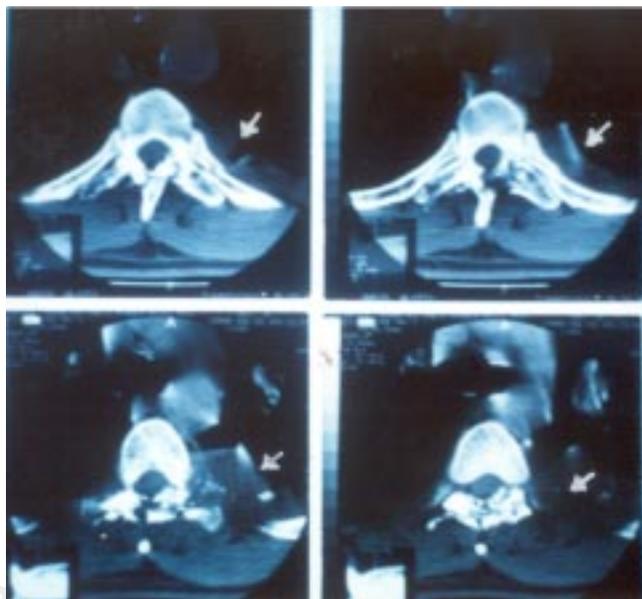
Tomografía de T-5, se aprecia la fractura de la porción posterior de la vértebra e incluso algunos fragmentos óseos en la cavidad pleural izquierda.
